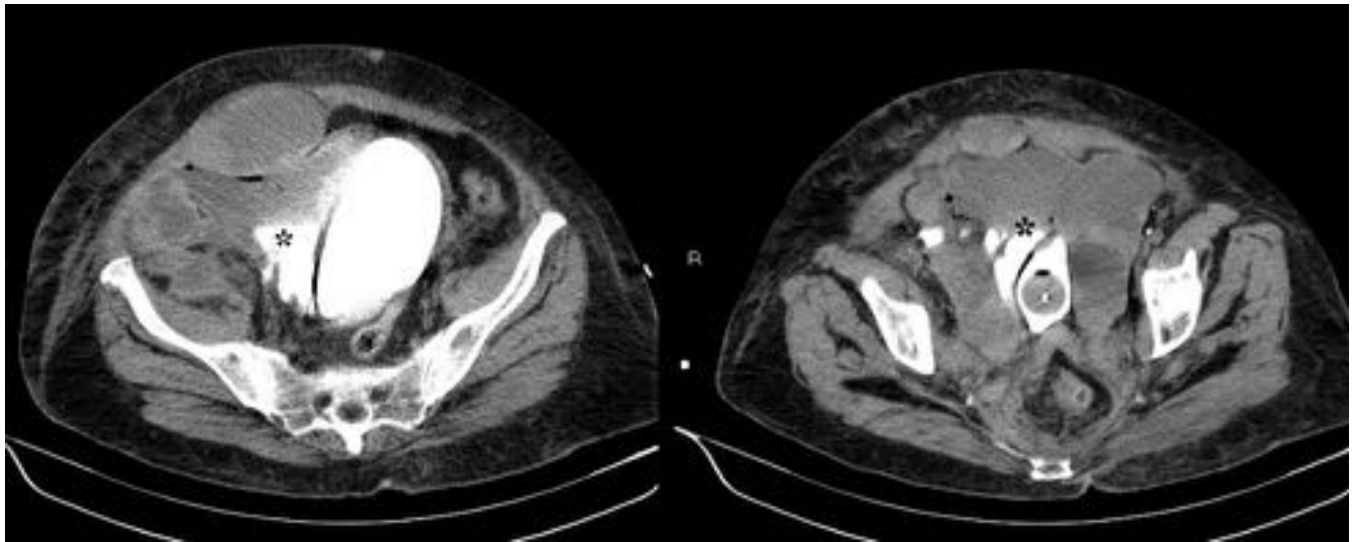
Rotura de vejiga post-traumática. Se realiza cisto-TC visualizando vejiga a media repleción con globo de sonda y material de contraste en su interior que muestra fuga del mismo hacia el espacio paravesical derecho, compatible con rotura vesical extraperitoneal. Hematoma del músculo recto anterior derecho.
